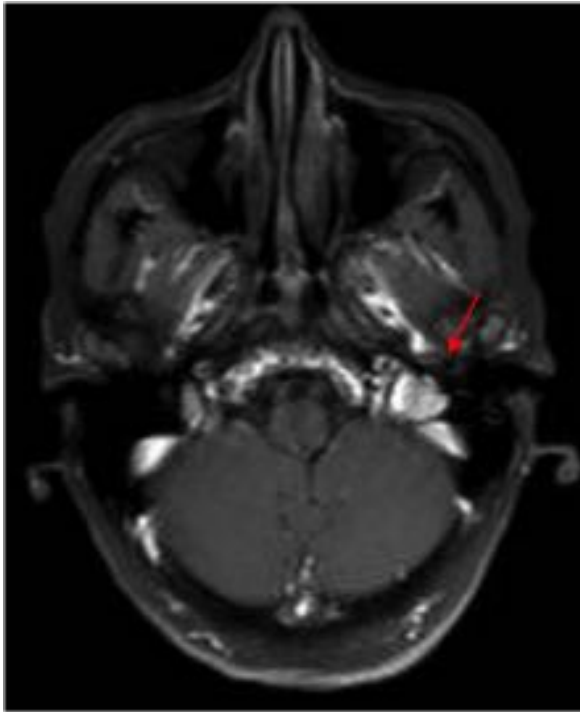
Mujer de 75 años con hipoacusia y acúfenos de años de evolución. En las imágenes de RM se aprecia una lesión en el peñasco izquierdo (flecha), que presenta captación de contraste y se muestra hiperintensa en T2 en relación con glomus yugulotimpánico izquierdo.
